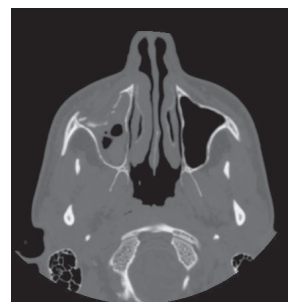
Компьютерная томограмма в аксиальной плоскости. Изолированное повреждение передней стенки правой верхнечелюстной пазухи, гемосинус
